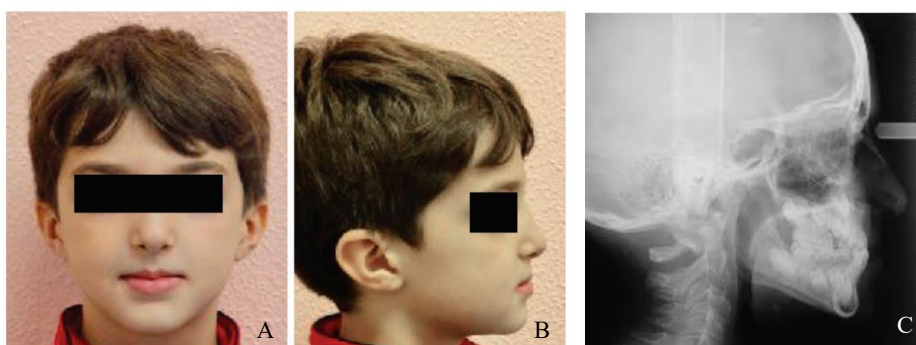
Fotografias extraorais frontais e de perfil iniciais (A, B). Teleradiografia de perfil inicial. Paciente do sexo masculino, 11 anos, apresenta classe III esquelética e molar, com overjet negativo (-1mm). Protocolo EMRCM por 6 semanas, e seguido de mais 10 dias de expansão (10 mm). Depois do protocolo EMRCM, o paciente utilizou máscara facial, de noite e quando possível de dia, durante 11 meses até à obtenção de uma Classe II molar e um overjet positivo. Adaptada de Rota et al.⁽¹²⁴⁾
